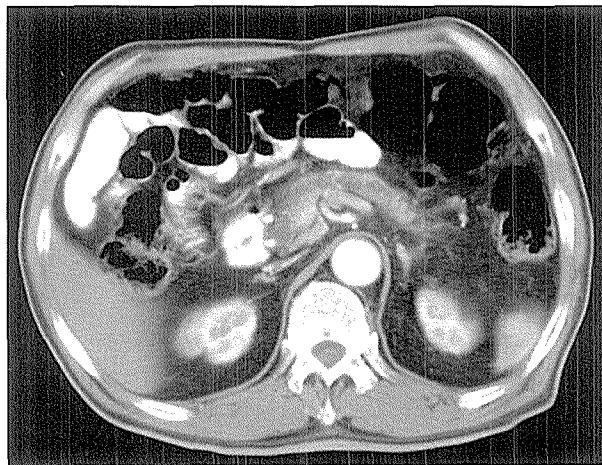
Abdomen CT shows slightly dilatation of CBD and pancreatic duct. Small mass is seen in ampillary area.
